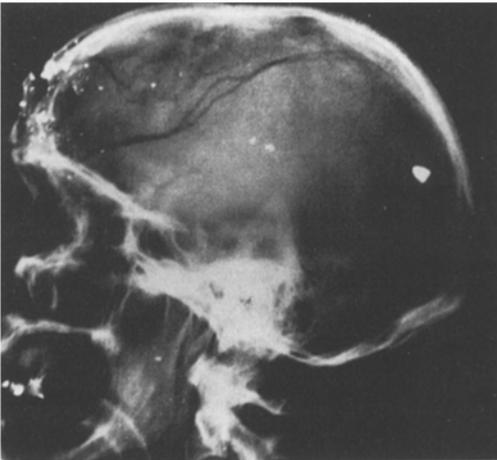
Schädelchuß mit Kleinkalibergewehr. Röntgenologische Darstellung von Blei- und Knochensplittern an der Einschussstelle am Stirnbein und im Schädelinneren mit Markierung des Schußkanals ("Bleispur" des Geschosses)
